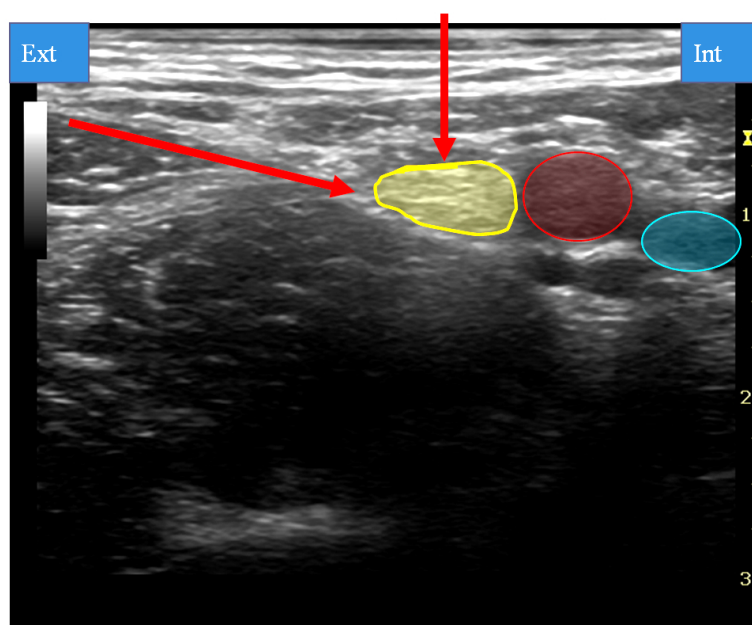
Bloc fémoral, repérage échographique.
